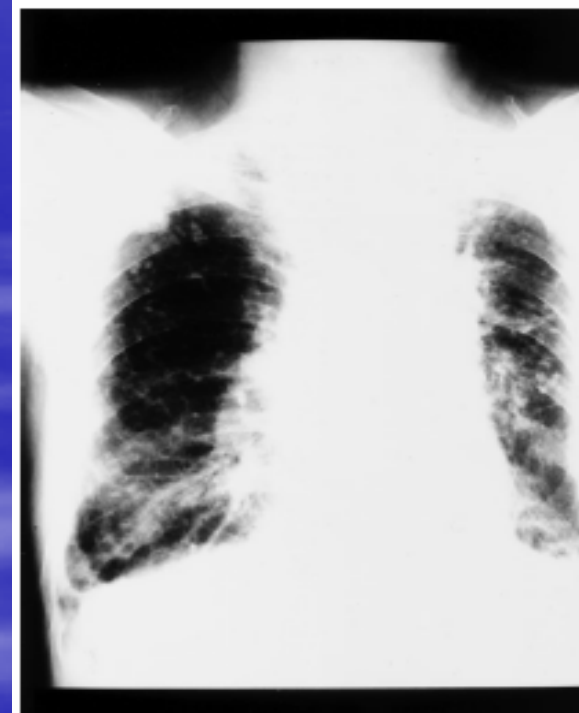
Chest radiograph (posterior-anterior view) after secondary pulse therapy with methylprednisolone on January 22, 2000. Previous infiltrate mentioned in Figure 2 has improved.
